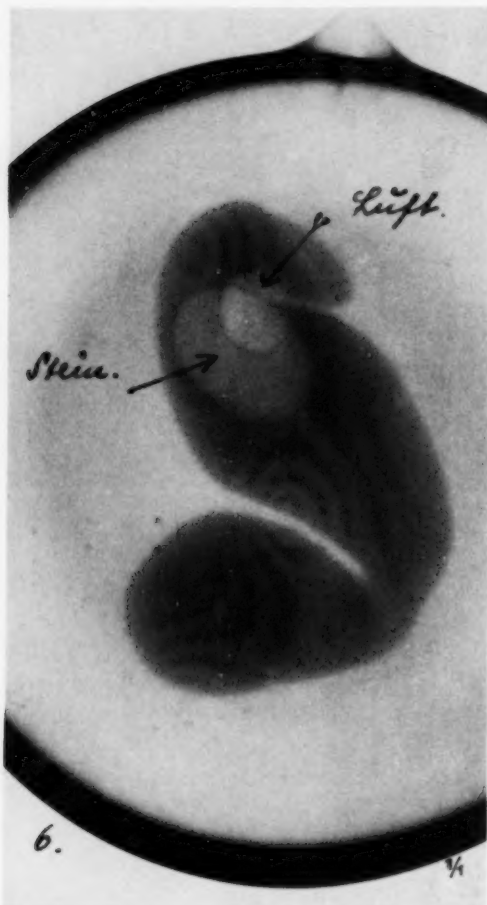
Röntgenogramm einer Gallenblase, mit künstlicher Galle + 50/1000 Jodtetragnost, einem Cholesterinstein und einer Luftblase.
